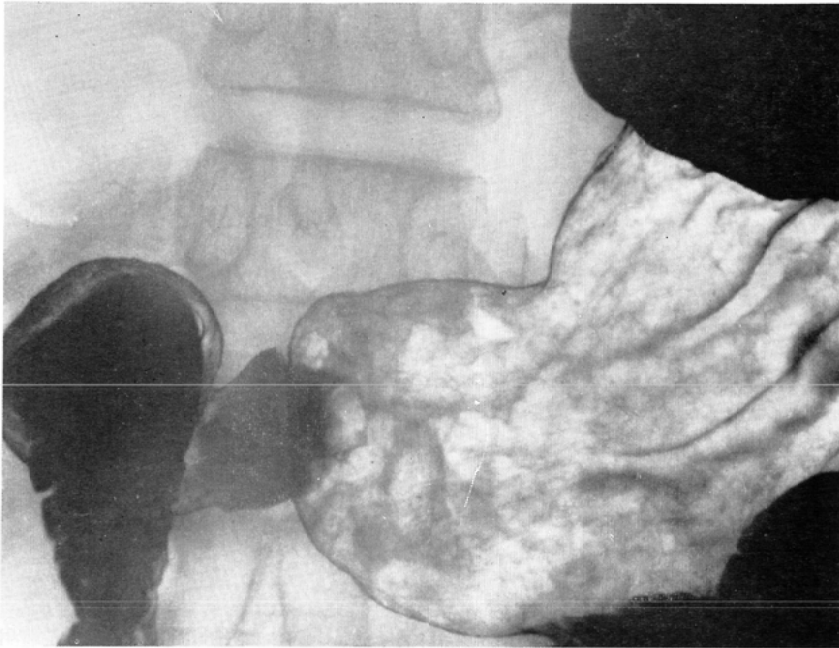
Double contrast radiograph of early cancer, Case 7.
